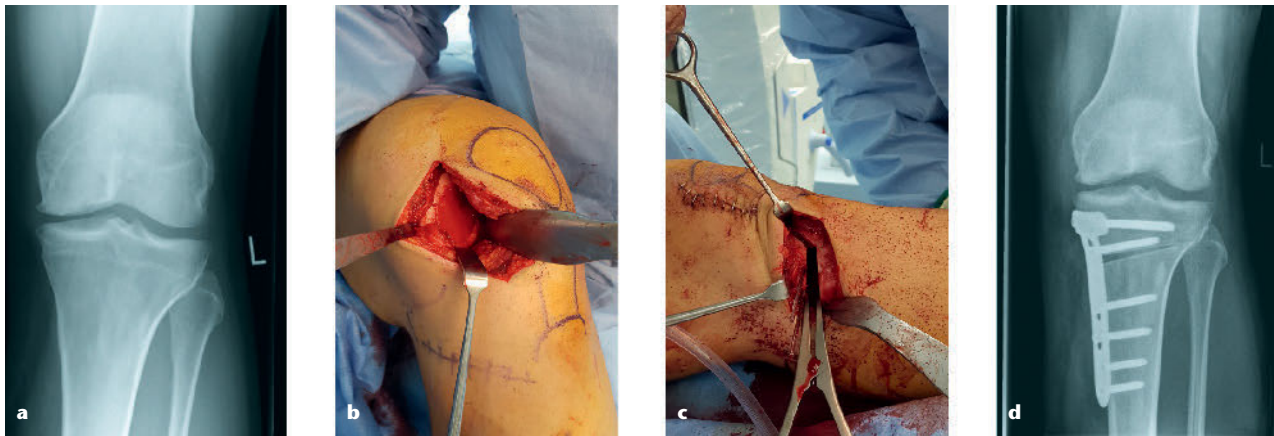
Osteochondraler Defekt medialer Femurkondylus. a) Röntgenbild Knie ap präoperativ, b) intraoperativer situs nach Spongiosaplastik und MACT, c) intraoperativer situs HTO, d) Röntgenbild Knie ap postoperativ
